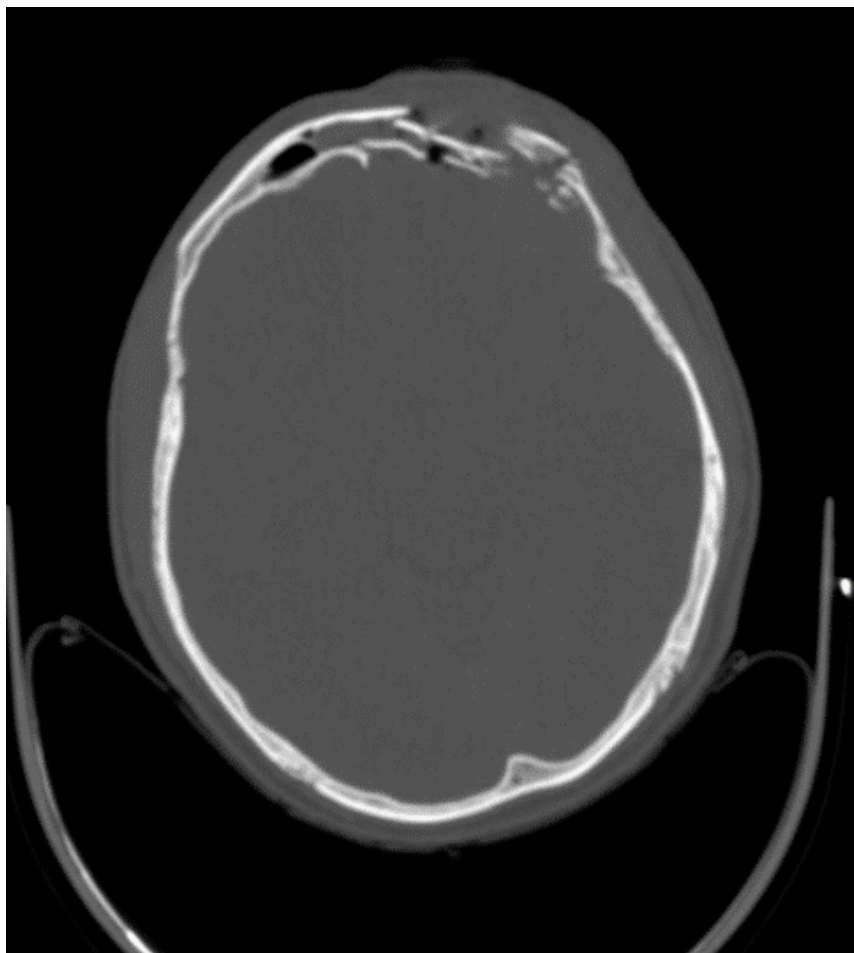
TAC SIMPLE DE CRÁNEO, corte axial, ventana osea: se evidencia fractura multifragmentaria con hundimiento en región frontal que involucra el seno frontal, con áreas de neumocéfalo y hemocéfalo frontal
